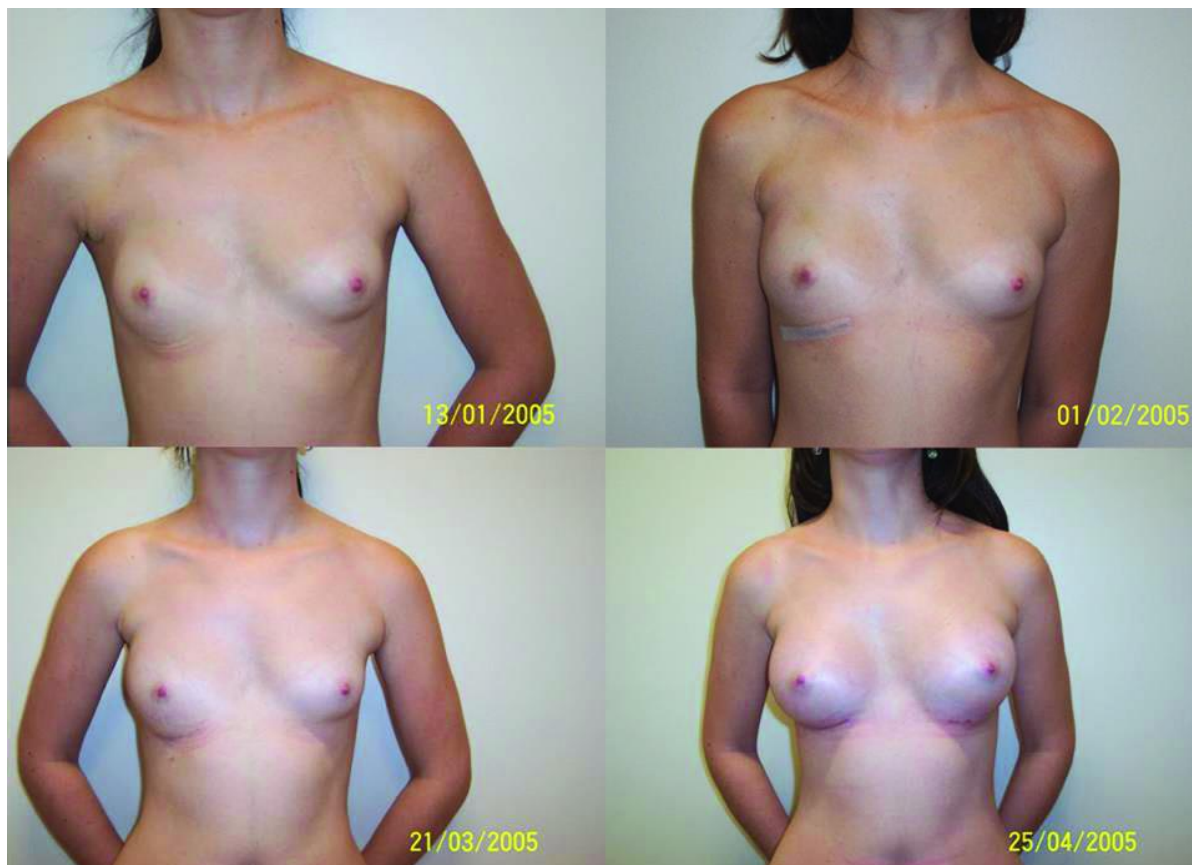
Doente com síndrome de Poland à direita. Dezanove dias após a transposição do retalho omental é possível observar o início do crescimento omental na porção lateral da mama direita. Dois meses após a operação, a mama direita duplicou o seu volume, tendo ficado maior que a mama contralateral. A última imagem representa o resultado final após a introdução de dois implantes mamários (200cc à direita e 225cc à esquerda) (adaptado de *Costa SS, Blotta RM, Mariano MB, Meurer L, Edelweiss MI. Laparoscopic treatment of Poland's syndrome using the omentum flap technique. Clinics (Sao Paulo). 2010 Apr;65(4):401-6.*
